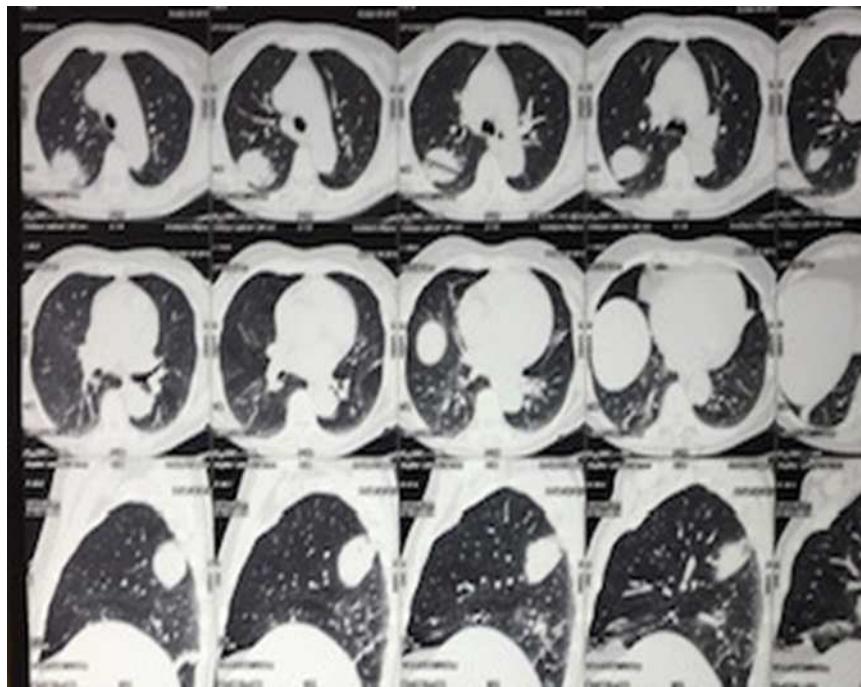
Radiografija pacijenta sa karcinomom pluća
